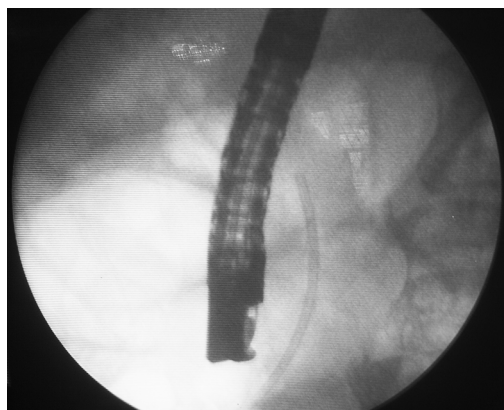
Позиция стента общего жёлчного протока при рентгеноскопии.
